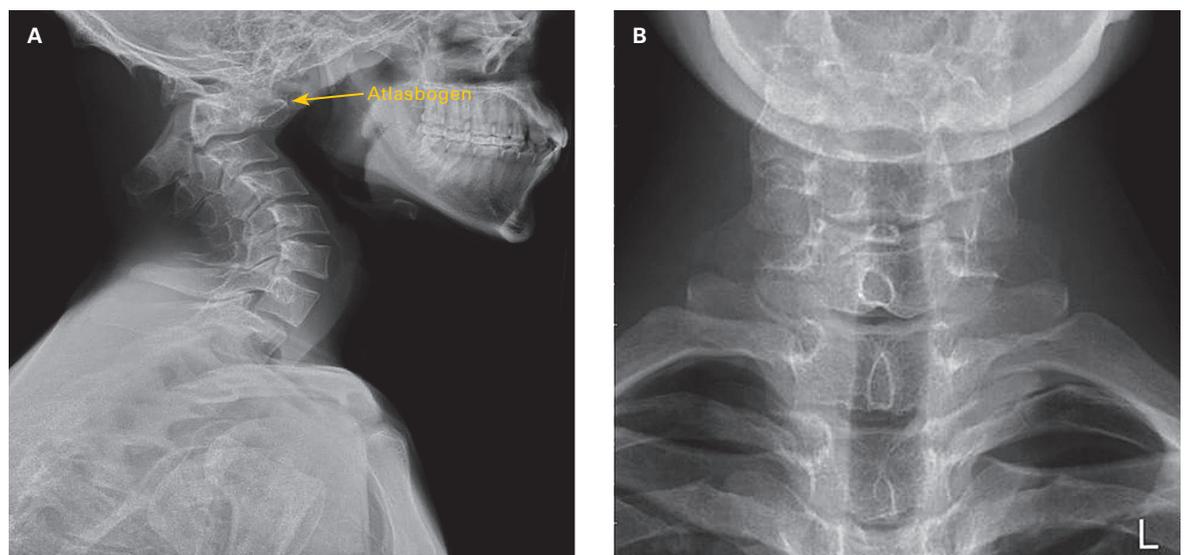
A: Röntgen HWS lateral und B: Röntgen HWS anterior-posterior. Ausgeprägte Kyphosierung im kraniozervikalen Übergang, Dens nicht abgrenzbar, Atlasbogen in Subluxation vor dem Corpus vertebrae C2 in Winkelabweichung von 60 Grad nach kaudal. Hyperlordose. Wirbelkörper C3 bis TH1 von normaler Form, Kontur und Knochenstruktur. Bandscheibenhöhe normal, Spondylarthrose C7/TH1.
